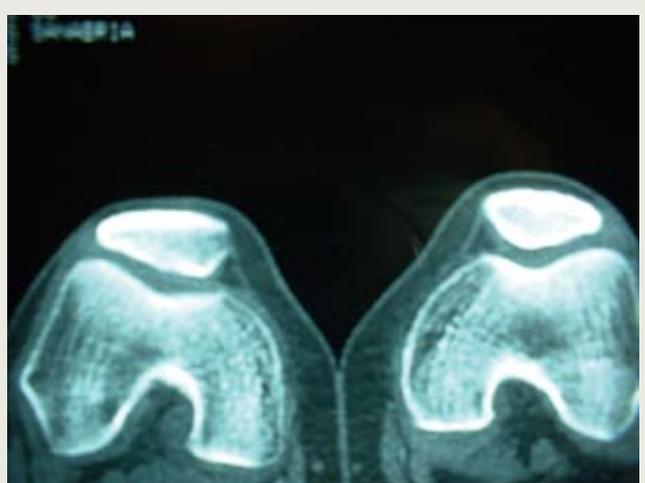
TAC simple de rodillas. Síndrome de hiperpresión lateral; lateralización rótula derecha con edema asociado.
